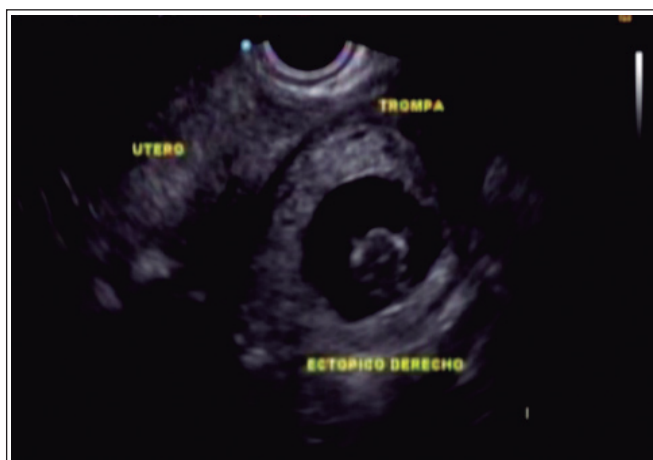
Ecografía abdominal de la paciente donde se visualiza embarazo ectópico intersticial.
